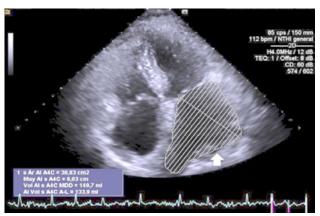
Imagen de ecocardiograma, donde se observa la aurícula izquierda dilatada con un área de 30,83 cm2 y un volumen sistólico de 149,7 ml.
